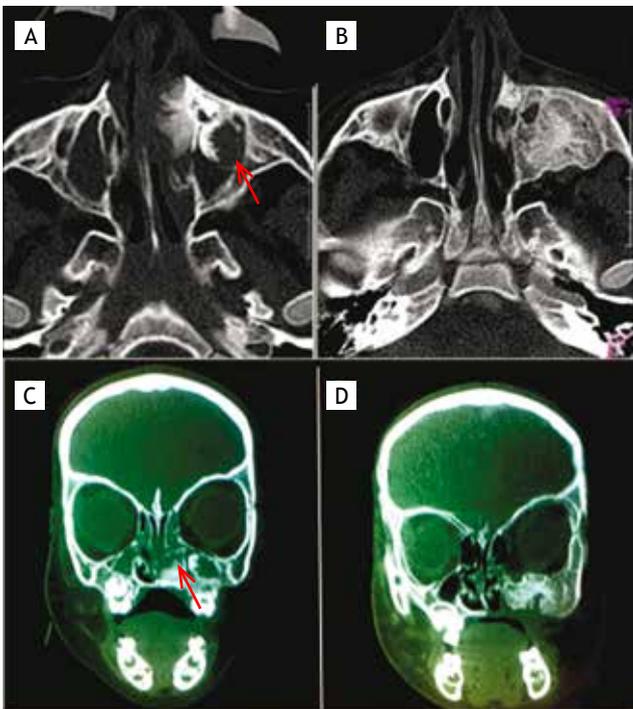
TC de cráneo con ventana ósea en cortes axiales y coronales. A) y C) imágenes tomadas antes de la maxilectomía, en las que se observa un tumor con componentes quístico y sólido, que ocupa el seno maxilar izquierdo; en el corte coronal es posible observar el importante edema de tejidos blandos. B) y D) Estudio realizado al final del tratamiento, en el que es posible ver un área osteoblástica en el sitio que ocupaba el tumor.
